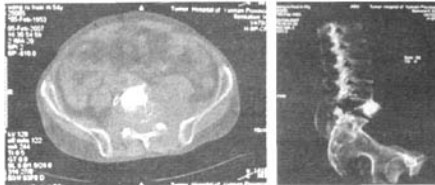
术后14月CT显示 L_5 椎体前脱出,骨水泥核及 ^{125}I 粒子仍然存留于椎体内。
